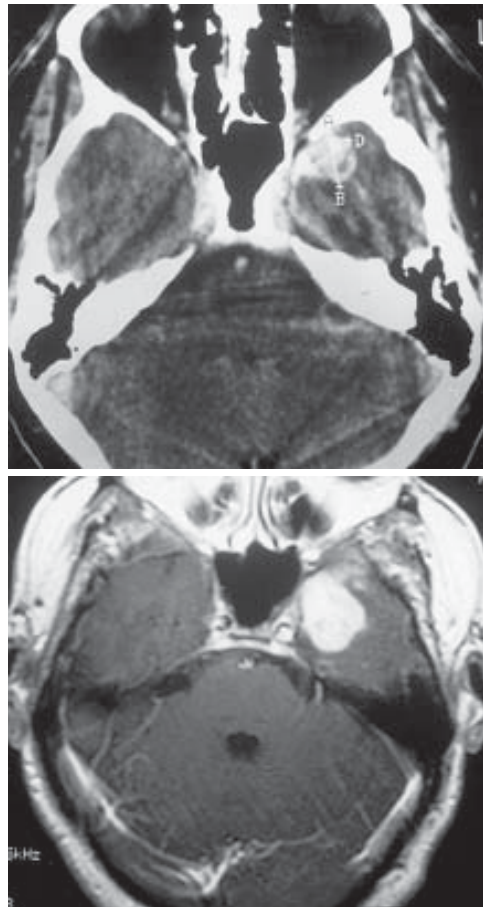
TC e RM, após contraste, mostrando a persistência da lesão junto ao pólo anterior do lobo temporal esquerdo.
